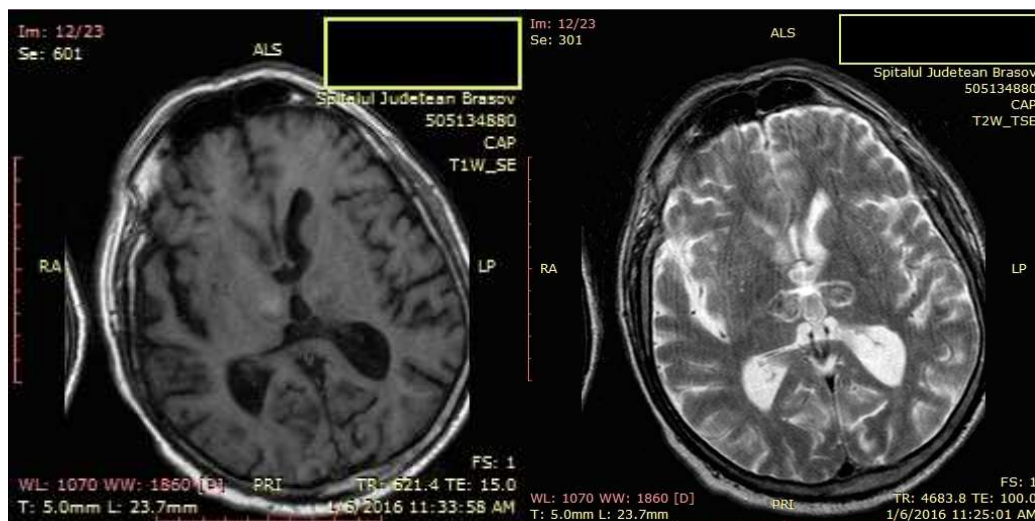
RMN cerebral – AVC ischemic talamic bilateral (T1W-SE dreapta, T2W-TSE stânga) și atrofiere corticală
